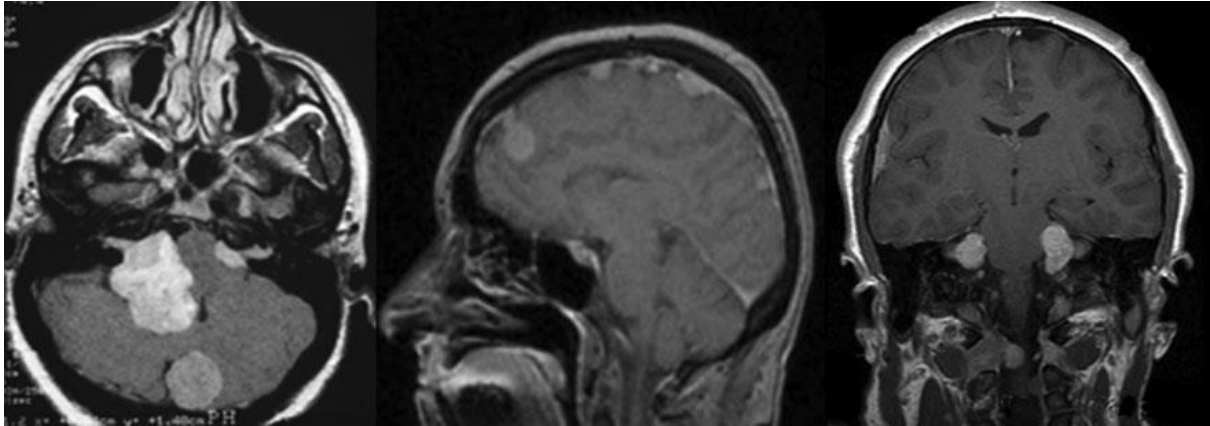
IRM montrant un schwannome vestibulaire bilatéral, ainsi que de multiples méningiomes chez un patient atteint de la NF2[31]
